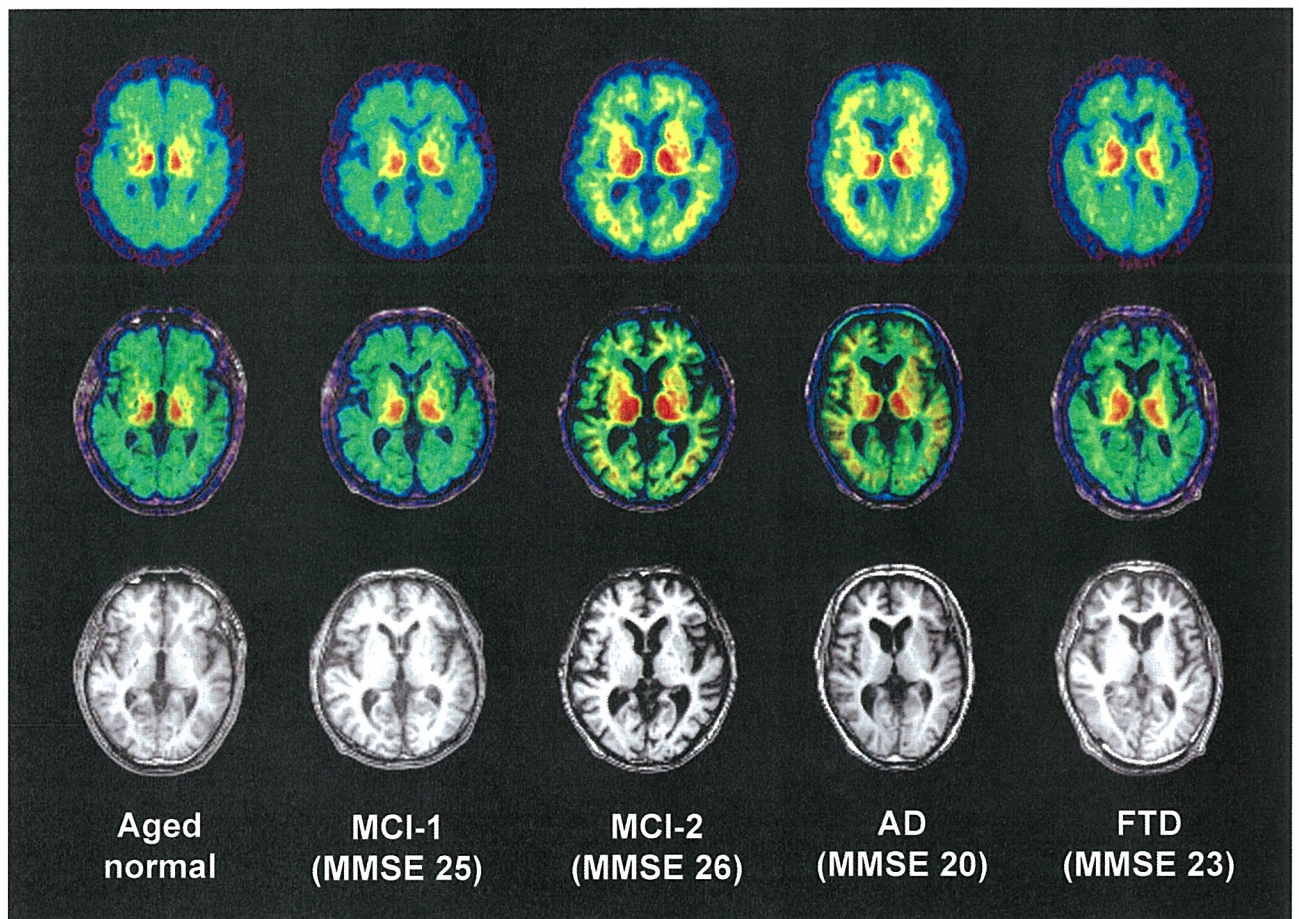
健常高齢者 (Aged normal)、軽度認知障害 (MCI) 2 名、アルツハイマー病 (AD) 患者、前頭側頭葉型認知症 (FTD) 患者の ^{11}C BF-227 PET 画像 (投与 20~40 分後の SUV 加算画像)
